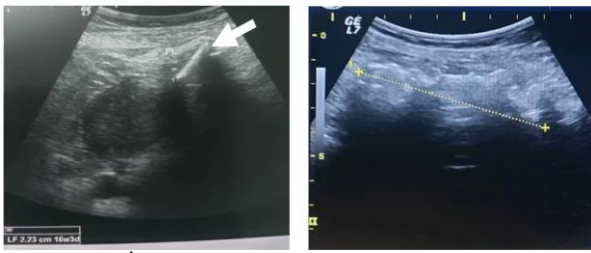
Échographie abdominale, masse calcifiée avec cône d'ombre.
